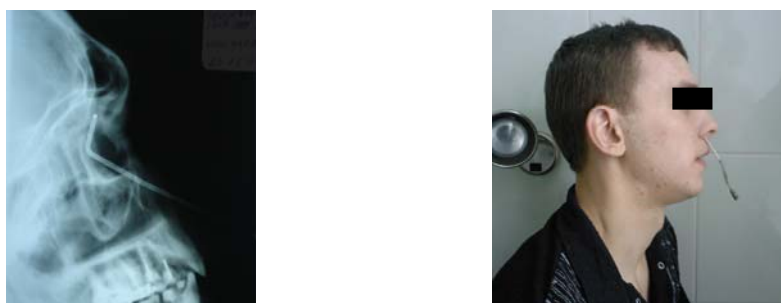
Зондирование лобной пазухи канюлей прямоугольной формы В.Н. Никитина при инфундибулярном типе ЛНС (рентгенограмма)
